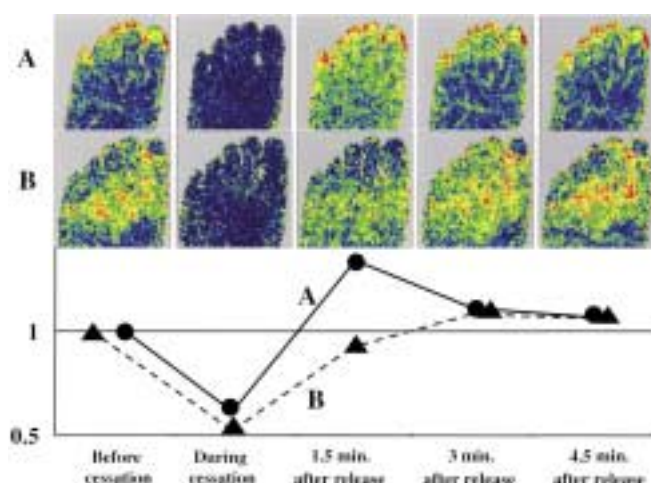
Serial changes in laser Doppler perfusion imaging of the dorsum pedis after cessation of arterial flow for 3 minutes. A: Immediate appearance of reactive hyperemia is shown in a 31-year-old healthy volunteer. B: Delayed appearance of reactive hyperemia is shown in a 36-year-old patient with Buerger's disease.
